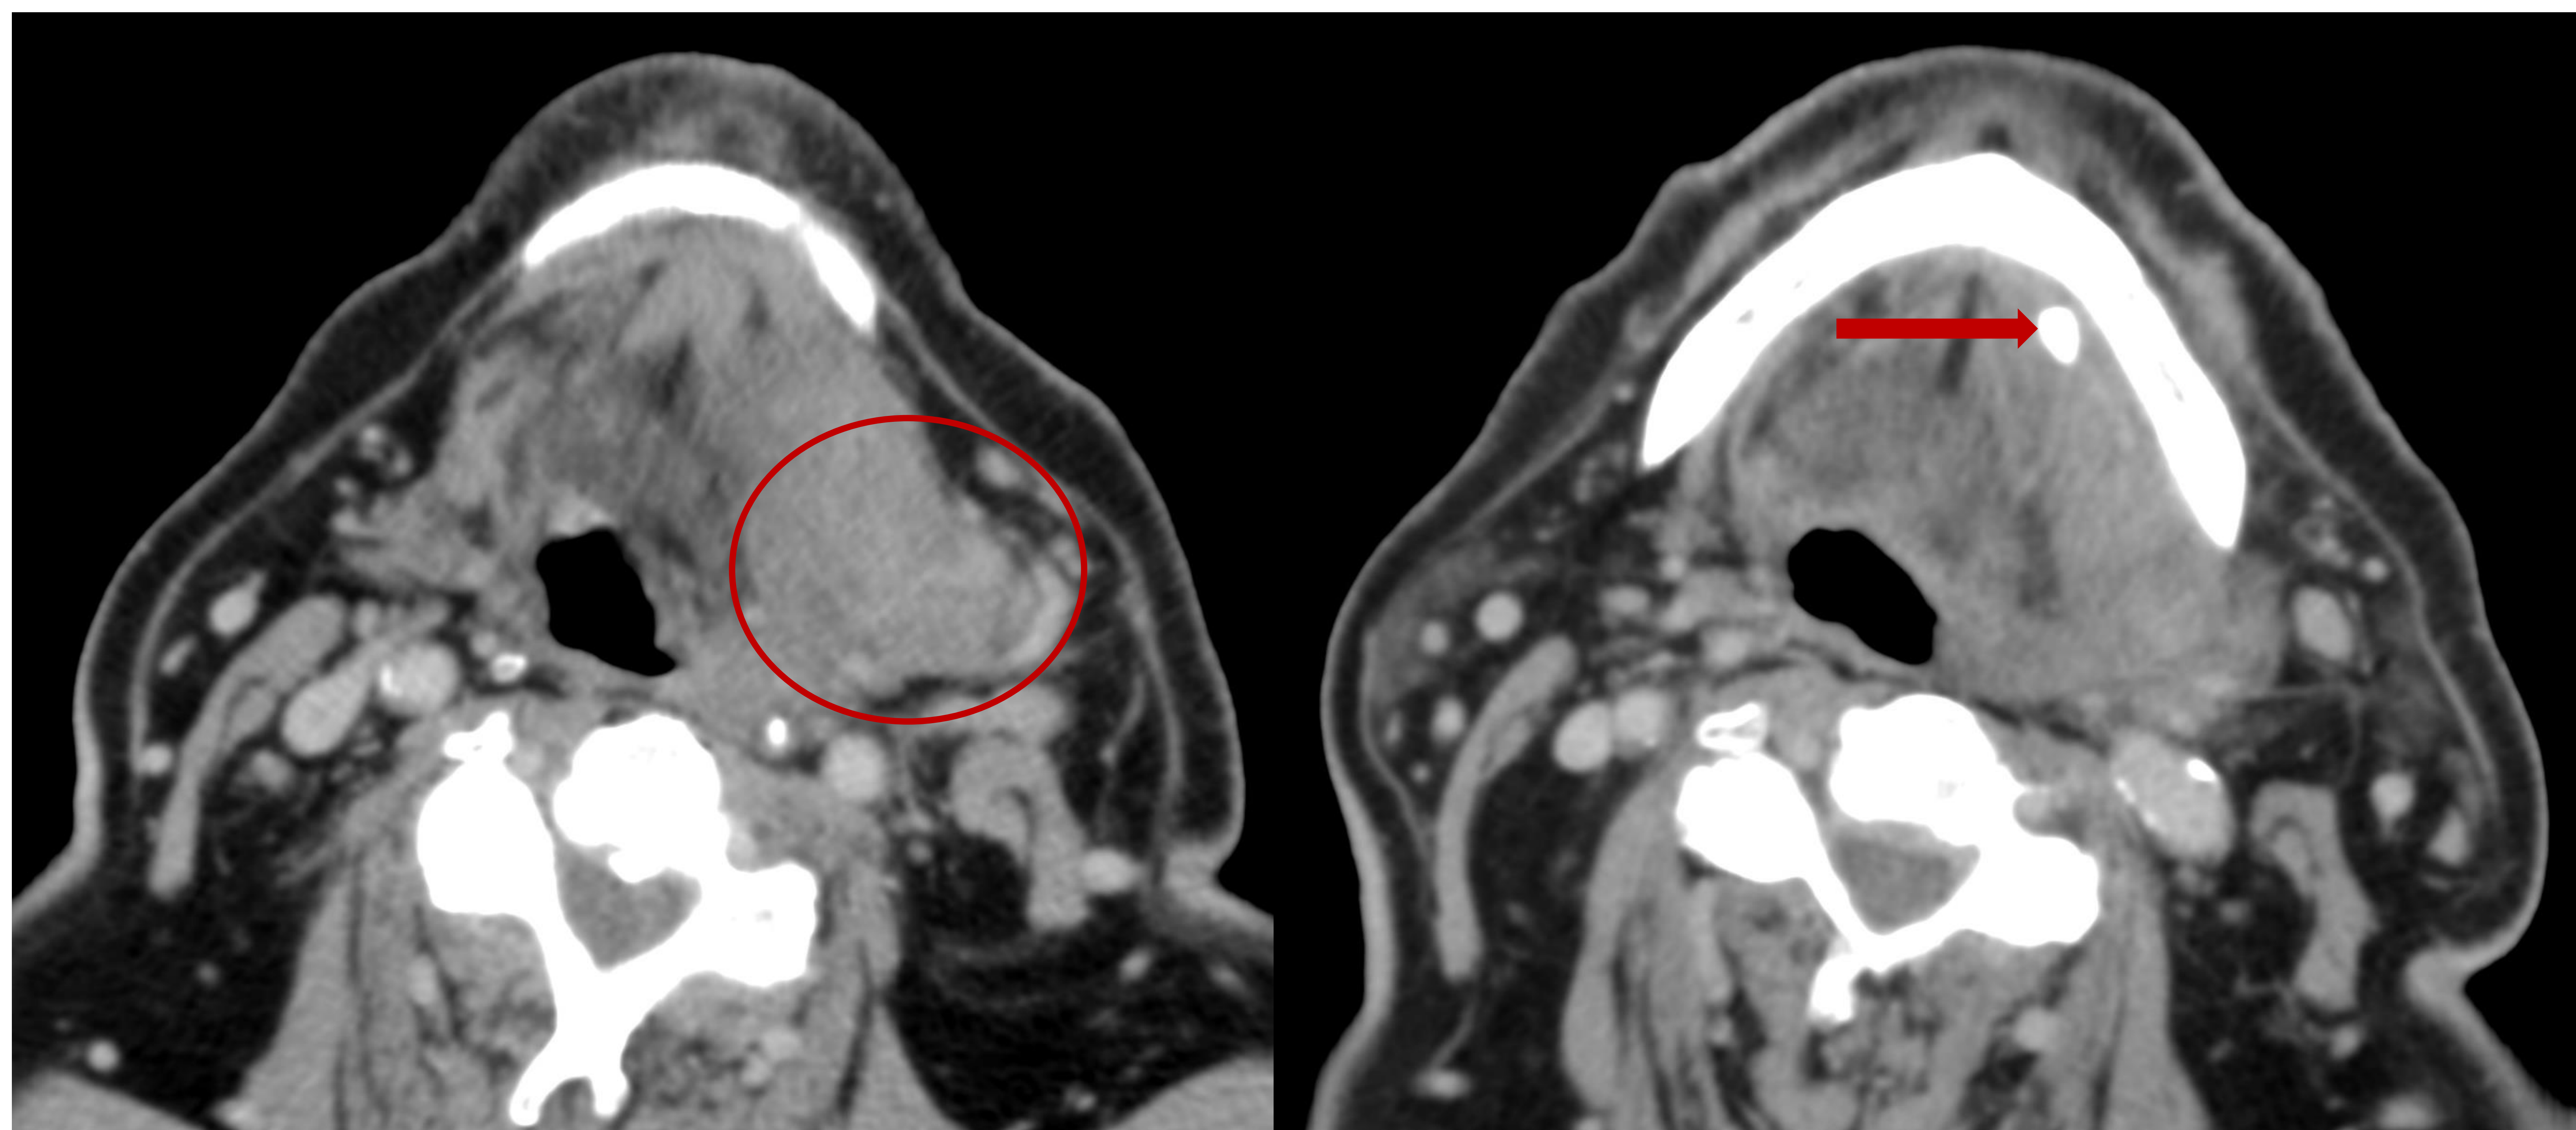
TC axial con dos cortes caudal (izquierda) y craneal (derecha). Se muestra un marcado aumento de tamaño de la glándula submaxilar izquierda (círculo rojo), de límites mal definidos, que condiciona cierto abombamiento contralateral de las paredes orofaríngeas. Se observa además sialolitis impactada en el conducto de Warthon (flecha roja), hallazgos compatibles con submaxilitis izquierda secundaria a sialolitiasis impactada.
